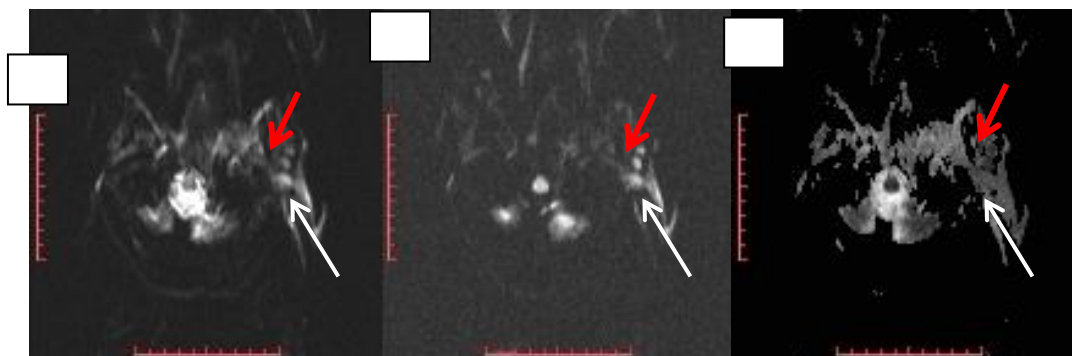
а,б,в. На диффузно-взвешенных изображениях определяется умеренно гиперинтенсивный сигнал от опухолевого компонента (большая стрелка) на изображениях с низким фактором диффузии (а – DWI (d=0)), который возрастает при увеличении факторов диффузии (б – DWI (d=1000)), изо-гипоинтенсивный при картировании (в – ADC-карта), а так же от лимфатических узлов (сигнал более выраженный, по сравнению с новообразованием) (маленькая стрелка)
